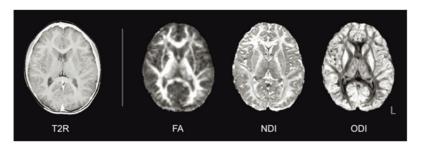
7テスラ MRI を用いた NODDI 撮像で得た健常定型発達者の脳
